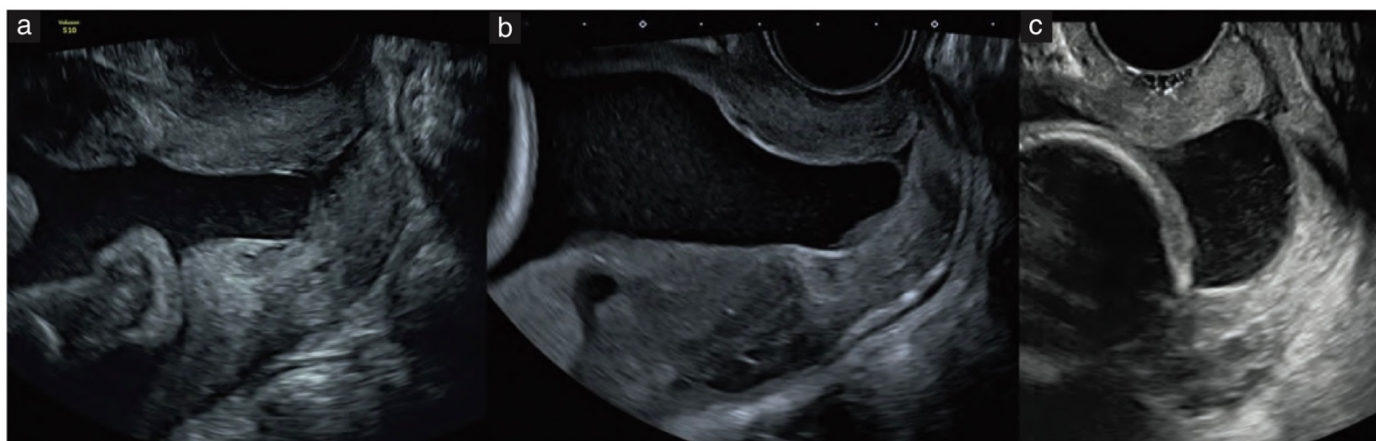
Imágenes de ultrasonido transvaginal en tres mujeres embarazadas, cuello uterino en consonancia con el empeoramiento del pronóstico: (a) funneling en forma de Y; (b) desechos amnióticos; (c) funneling en forma de U, con dilatación del orificio cervical externo.
